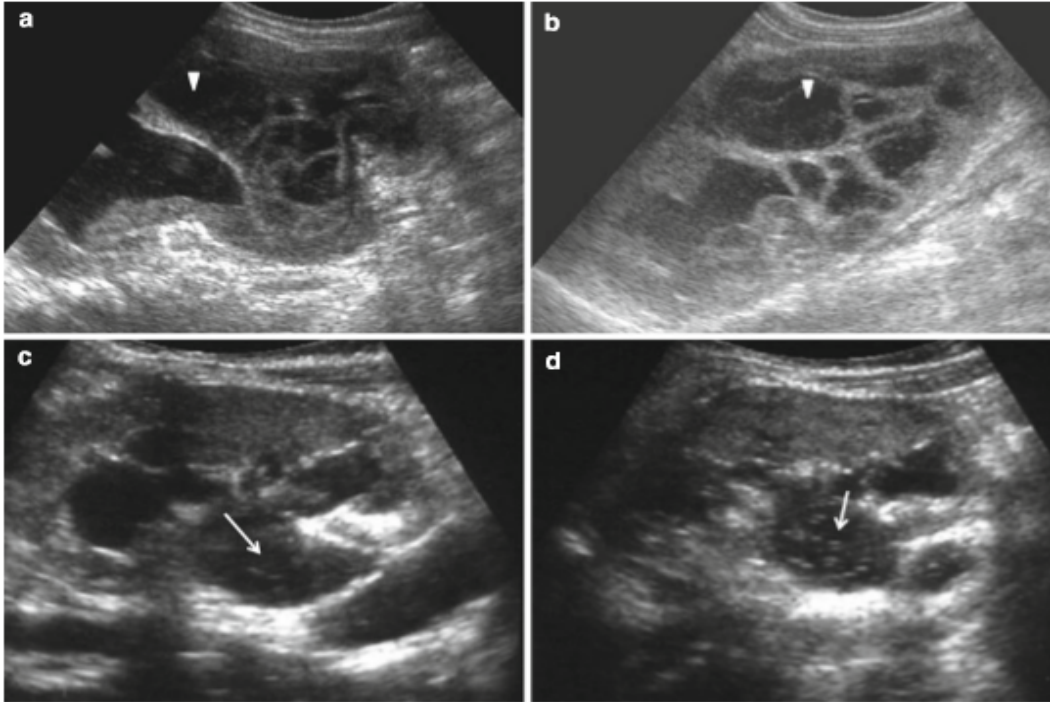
Figure (a – d) 13: Aspect échographique d'un rein pyonéphrotique chez un enfant. Système pelvi-caliciel dilaté et élargi avec avec perte de son aspect anéchoïque normal du à l'accumulation de matériel inflammatoire dans la voie excrétrice : l'exsudat est bien détecté en révélant la présence d'échos internes qui peuvent apparaître stratifiés formant des niveaux débris-liquide (flèche en a et b) ou dispersés en foyers échogènes avec ombrage acoustique (flèche en c et d) . (39)
